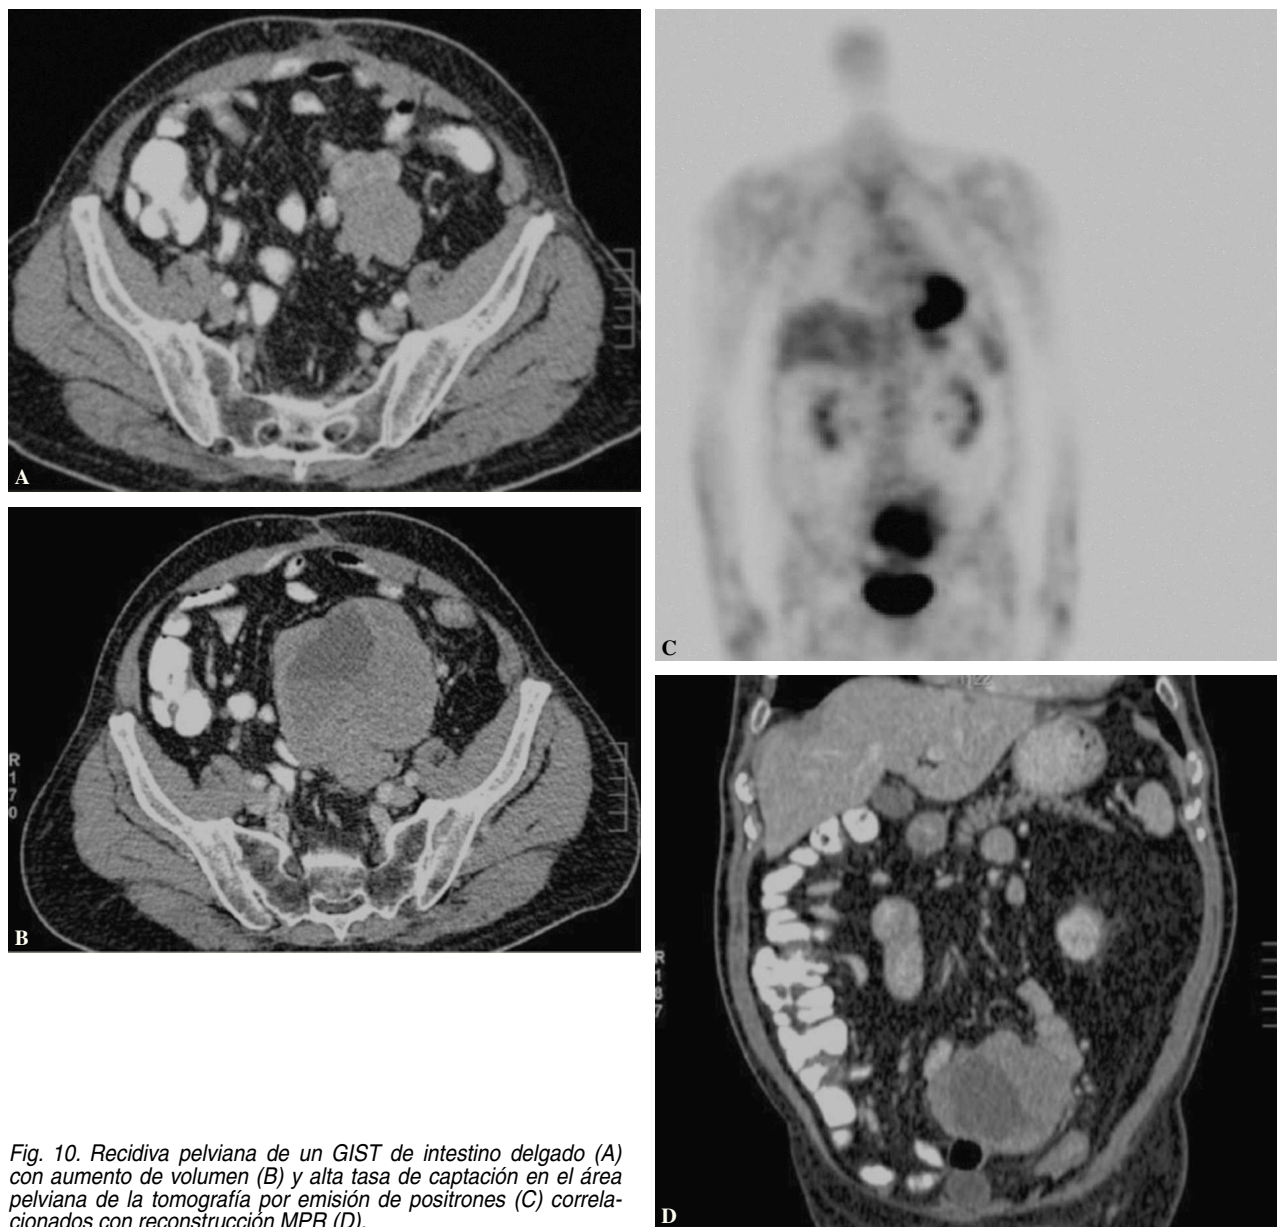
Recidiva pelviana de un GIST de intestino delgado (A) con aumento de volumen (B) y alta tasa de captación en el área pélvica de la tomografía por emisión de positrones (C) correlacionados con reconstrucción MPR (D).
